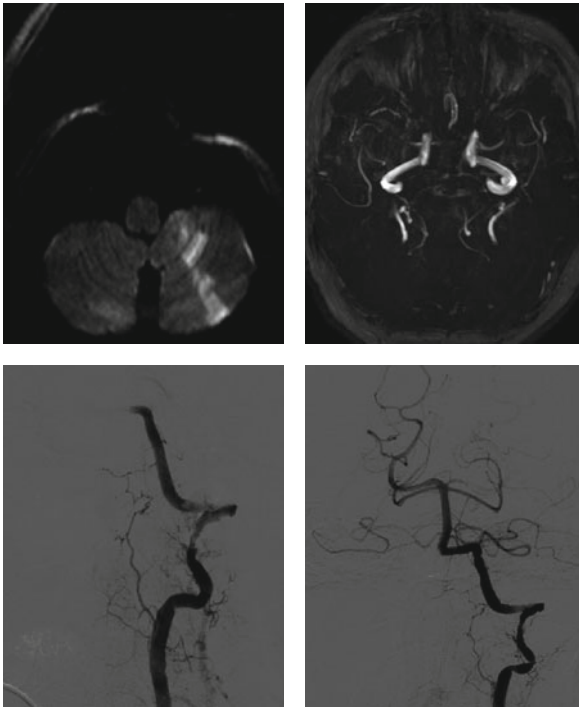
Patient de 42 ans admis pour suspicion d'AVC dans le territoire vertébrobasilaire. L'IRM de diffusion montre un accident ischémique aigu cérébelleux gauche (à gauche), et l'angiographie par temps de vol fait craindre une occlusion de l'artère basilaire. L'artériographie réalisée en urgence confirme l'occlusion à partir du segment V4 de la vertébrale gauche. Une thrombectomie mécanique à cinq heures du début des symptômes permet une désobstruction artérielle complète (à droite).
